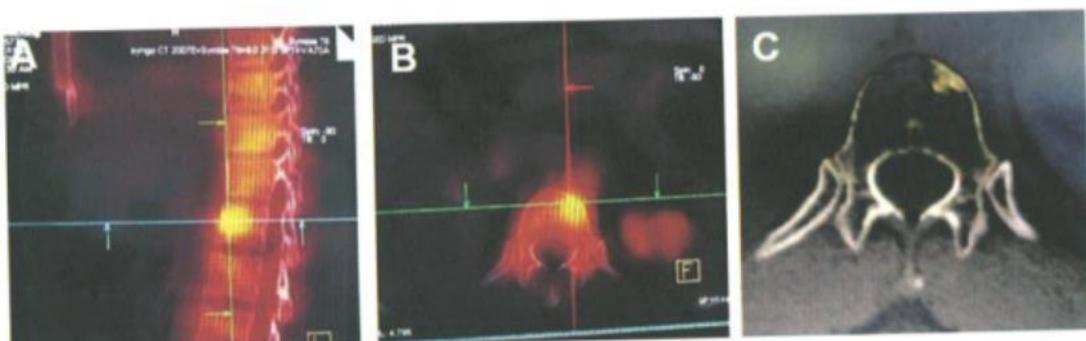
例9术后胸椎12寡转移灶：A和B，吸氢前，PET-CT显示活性灶（黄色亮区）；C，吸氢2个月后，转移灶已钙化
